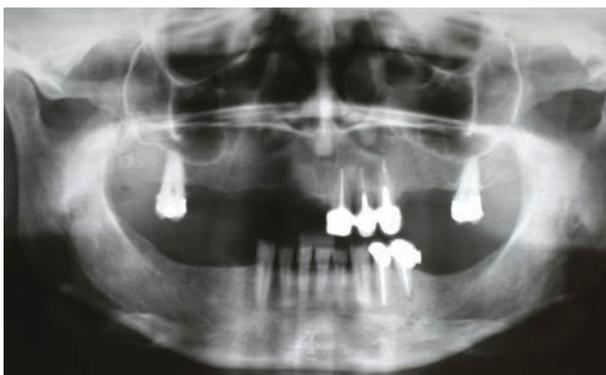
Radiografía preoperatoria de una paciente desdentada parcial previa a una rehabilitación completa de la arcada superior.
